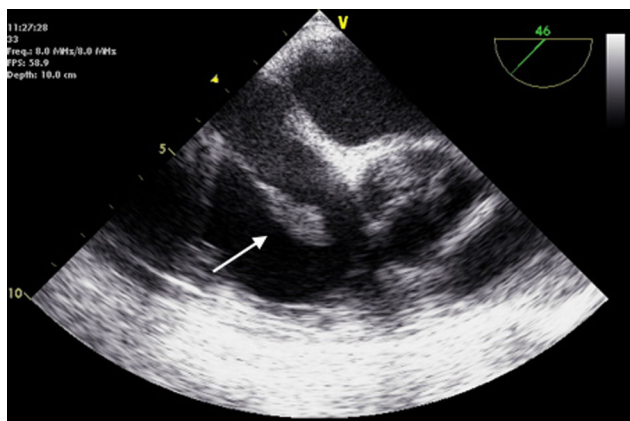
Ecocardiograma transesofágico que muestra una masa pediculada anclada a la unión cavo-auricular inferior.
